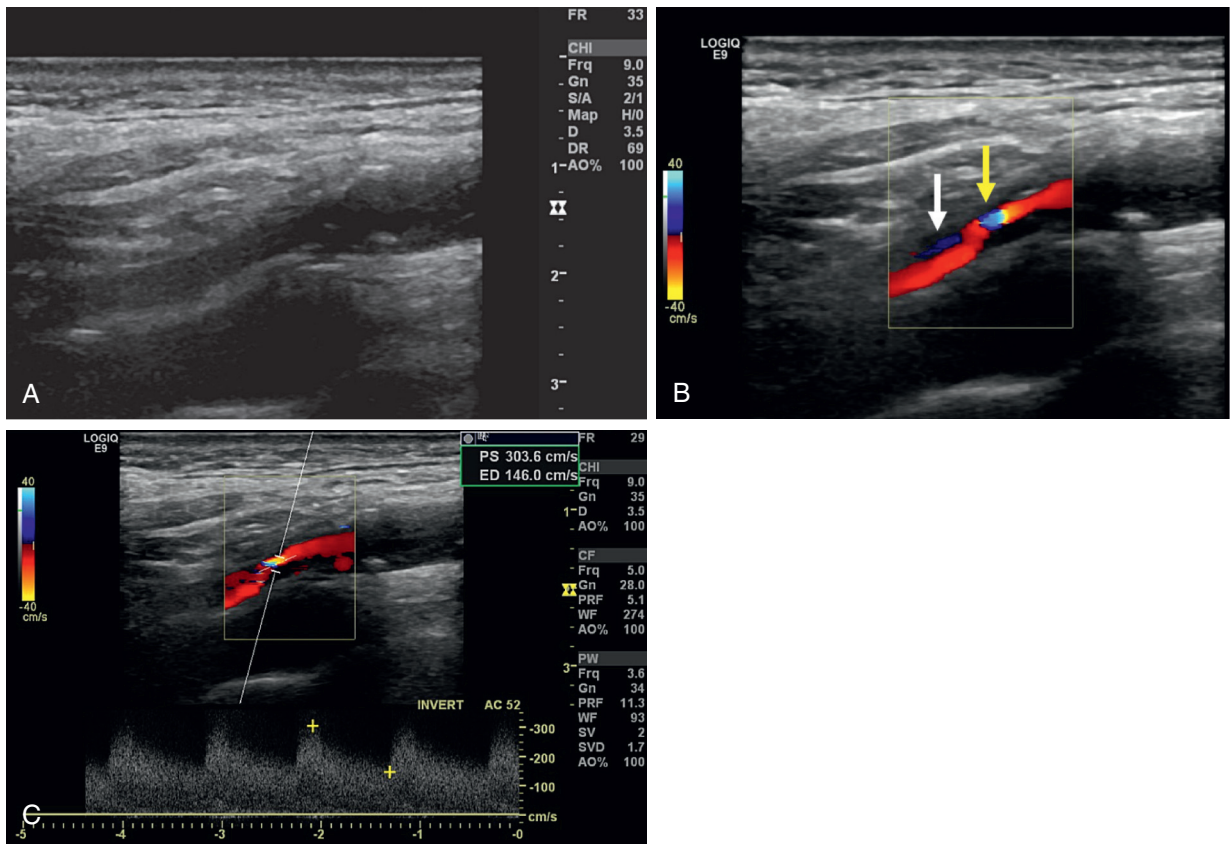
Această figură demonstrează modul în care o combinație a tehnicilor de ecografie bidimensională, Doppler color și spectral poate fi utilizată pentru a identifica și clasifica bolile arterei carotide în practica clinică. Artera este vizibilă în imaginea (A), dar lumenul este neclar. Imaginile cu flux de culoare (B) arată *aliasing* (săgeată galbenă) indicând viteze crescute cu flux bidirecțional (săgeată albă), sugerând flux poststenotic. Doppler-ul spectral (C) înregistrează o viteză maximă de 304 cm/s, indicând o stenoză severă mai mare de 70%.
